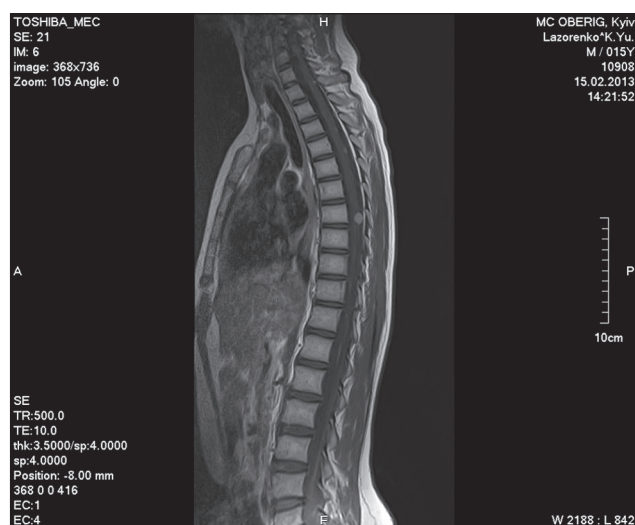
МРТ грудного відділу спинного мозку. Мультифокальне ураження грудного відділу
